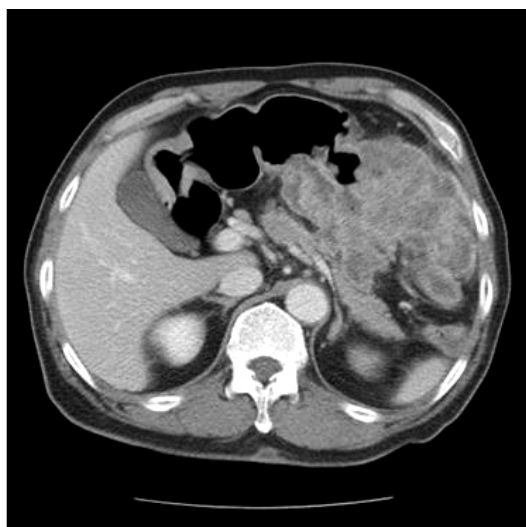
Abdominal CT scan shows irregular wall thickening of the greater curvature side of gastric body with transverse colon invasion.
